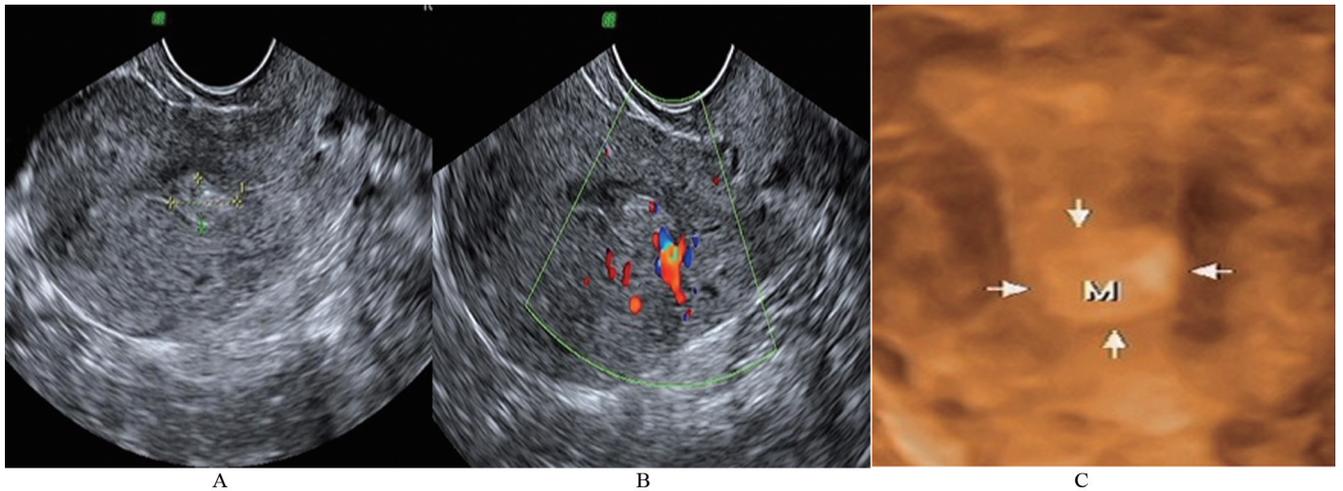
经阴道超声联合三维容积成像技术对子宫内膜息肉的诊断。
